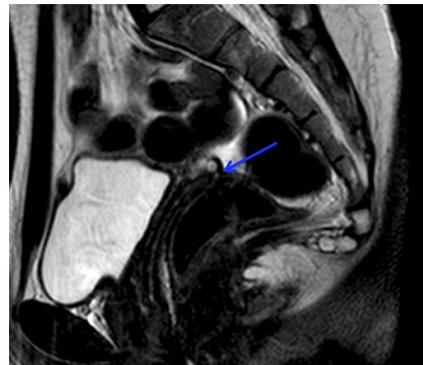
Imagem de RM ponderada em T2 no plano sagital que documenta a presença da vagina (seta azul) em topografia anatómica, entre a bexiga e o recto. O útero não é identificado.
